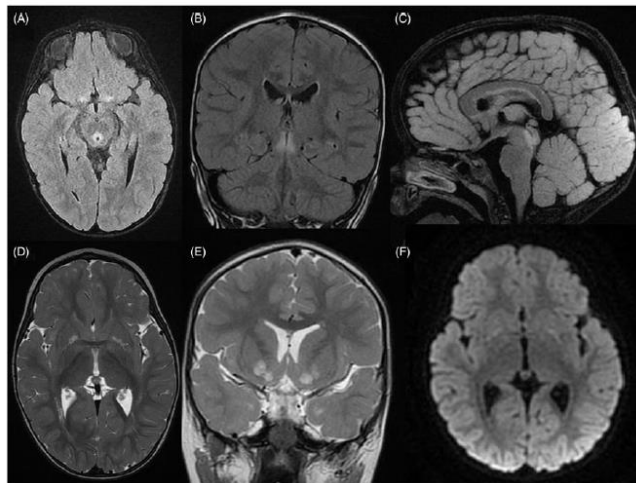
RMN cerebral con lesiones semejantes a las que podrían encontrarse en este caso. En dicha RMN se observan lesiones bilaterales hiperintensas en el globo pálido, putamen y núcleo acumbens en secuencia FLAIR y corte axial (A), T2 y corte axial (D) y T2 y corte coronal (E). Igualmente en el acueducto cerebral se observa una señal hiperintensa en secuencia FLAIR y corte coronal (B) y sagital (C)⁽⁶⁾.
